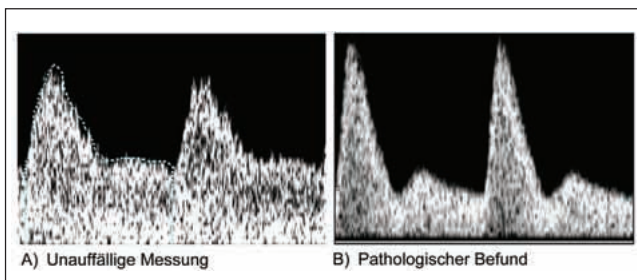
Doppler der A. uterina: A = unauffällige Messung, B = pathologischer Befund
